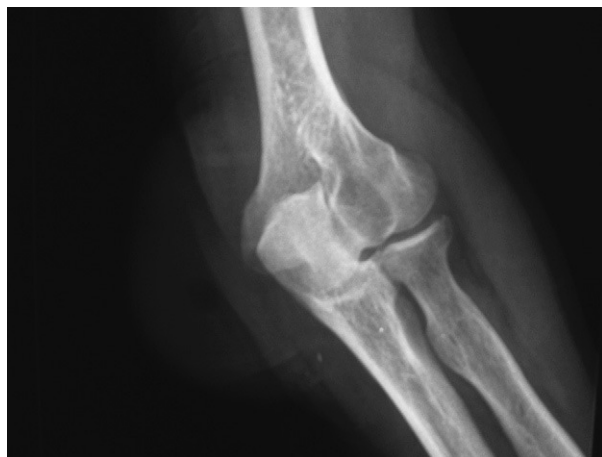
Radiografía anteroposterior del codo.
